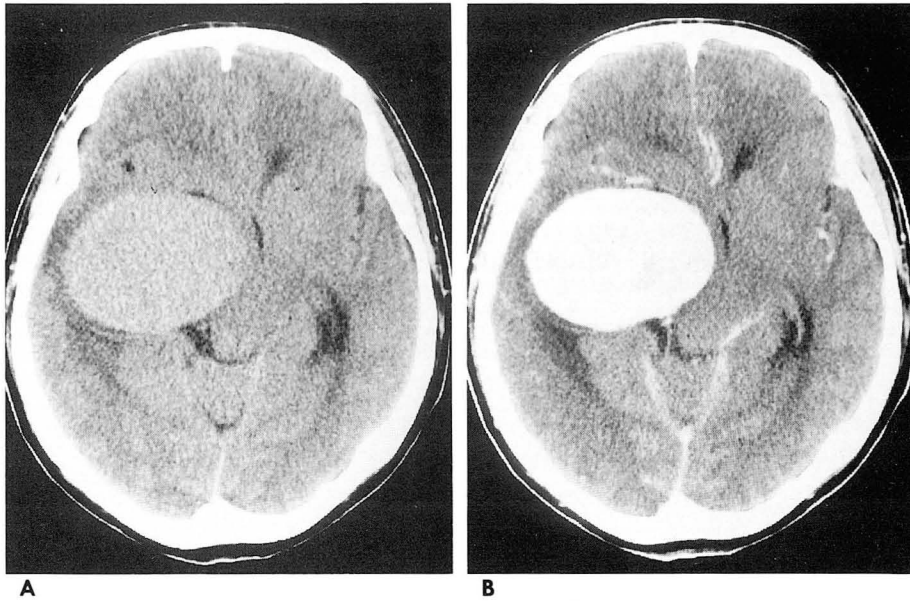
CT scan without(A) and with(B) intravenous contrast infusion.
